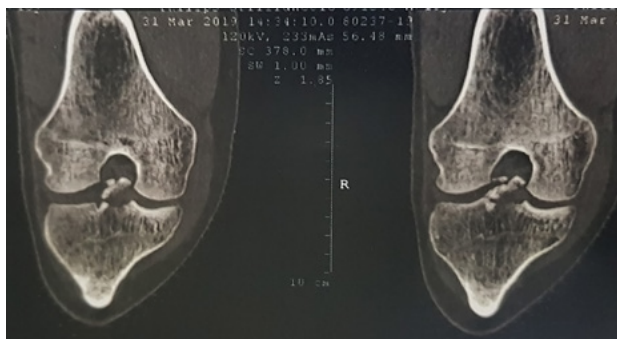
Tomografía axial computada de rodilla derecha. Imágenes coronales que muestran la fractura de espina tibial.
